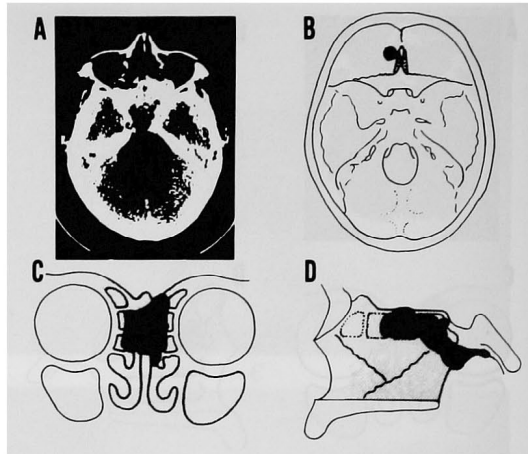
症例NP1のCT像(A)、病巣(黒ぬり)と切除(灰色)の範囲(B, C, D)。
